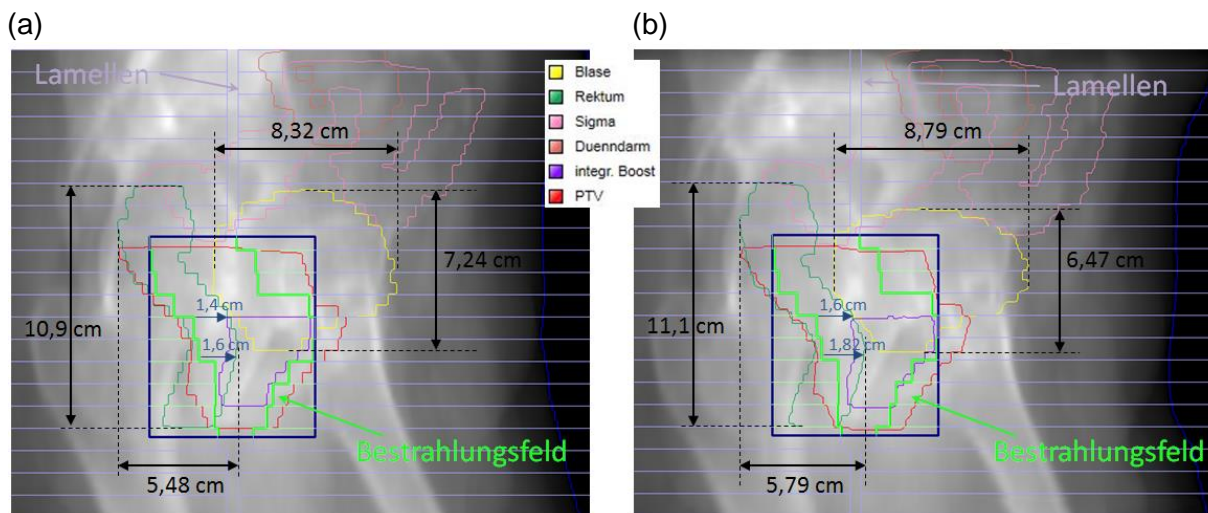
Vergleich der Sollposition des Patienten mit der tatsächlichen Positionierung der ersten Bestrahlungsfraktion anhand (a) des Planungs-CTs und (b) der CBCT-Aufnahme. Dargestellt ist das Bestrahlungsfeld mit den MLC-Positionierungen und der Lage der Risikoorgane und des Zielvolumens inklusive des integrierten Boosts. Zu erkennen sind Abweichungen in der Geometrie der Blase und des Rektums (medial - laterale Ausdehnung: 8,32 cm auf 8,79 cm beziehungsweise 5,48 cm auf 5,79 cm; kranial - kaudale Ausdehnung: 7,24 cm auf 6,47 cm beziehungsweise 10,9 cm auf 11,1 cm) sowie eine veränderte Position des Zielvolumens (Verschiebung von 1,6 cm auf 1,82 cm gegenüber dem Bestrahlungsfeld).
